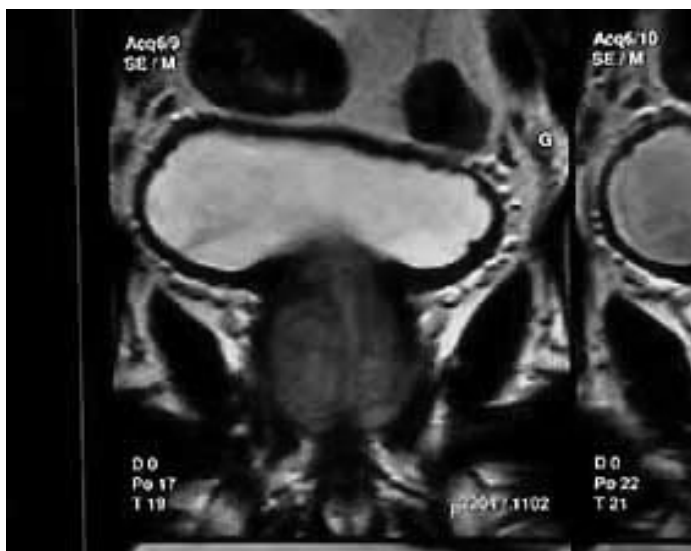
Lobe médian prostatique à l'IRM (Traité d'urologie Pr Debré).
